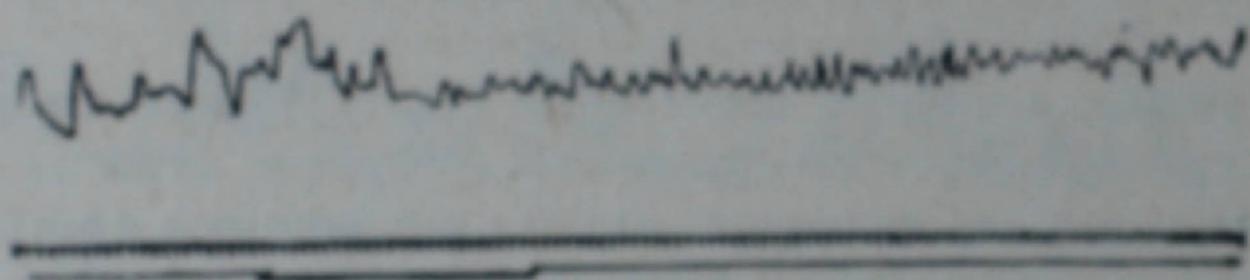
Запись сокращений изолированной петли тонкой кишки до и после введения в ток перфузионной жидкости ганглерона  $10^{-6}$ . Сверху вниз: запись сокращения кишечной петли, отметчик времени — один удар в 5 сек., отметчик введения в ток перфузии ганглерона.
